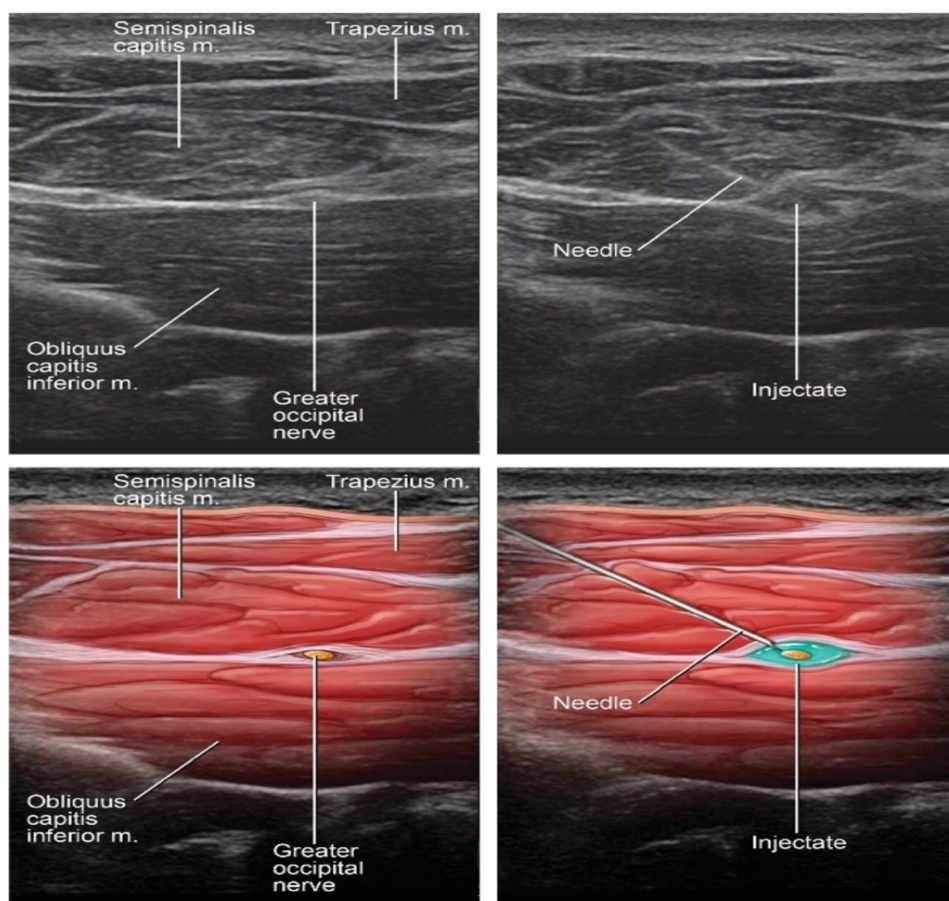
Imagen ultrasonográfica e ilustrada del GONB. Se observa en la imagen de la derecha con técnica en plano visualizando la aguja en todo su trayecto de medial a lateral para realizar el bloqueo sobre el M. oblicuo menor de la cabeza (Tomado de Pingree et al., 2017).
